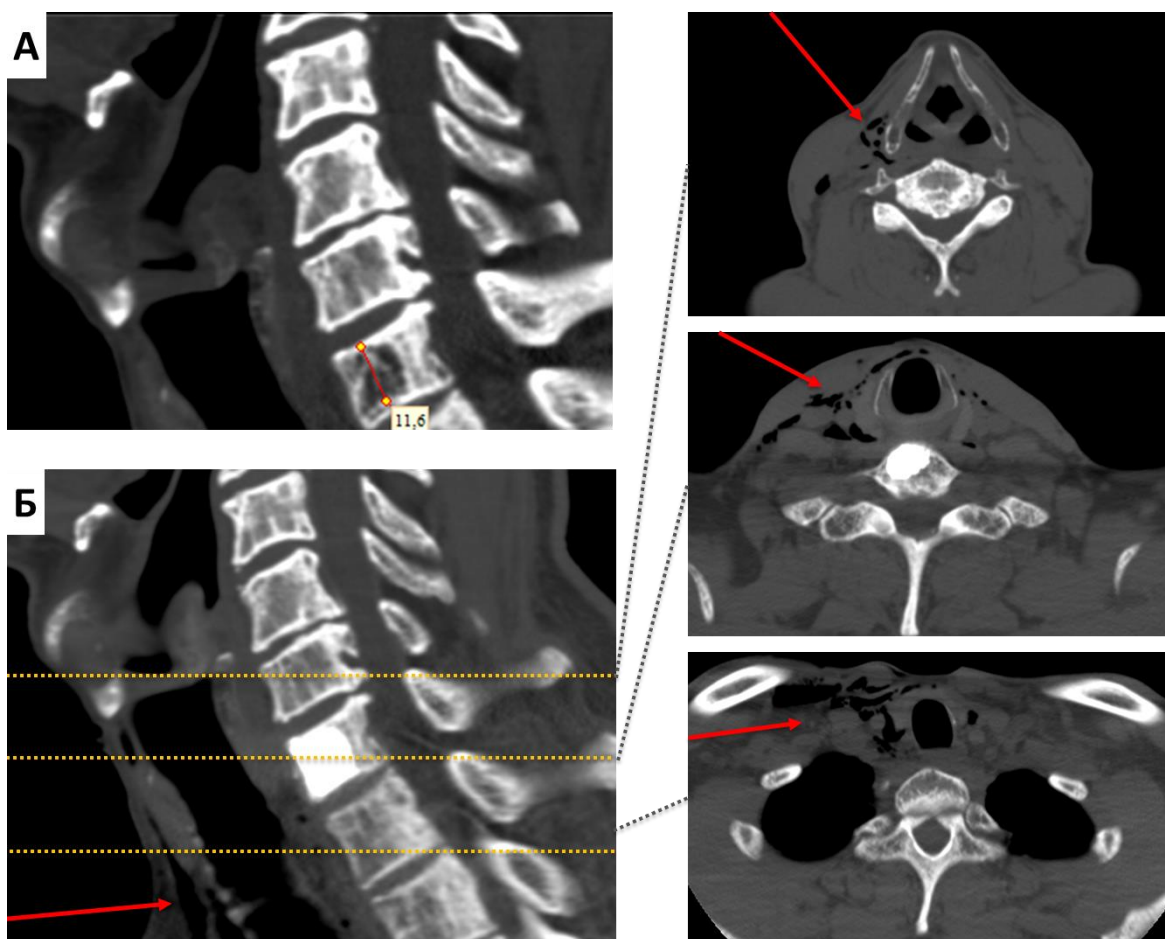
А – КТ до операции: признаки гемангиомы С7 позвонка. Б – КТ после операции: состояние после вертебропластики тела С7 позвонка по поводу гемангиомы. Деформации позвоночного канала, экстравертебрального истечения цемента не выявлено. В мягких тканях шеи, с уровня С4 по Th2 позвонков, преимущественно справа выявлены множественные включения воздушной плотности, сливающиеся между собой (красная стрелка)
